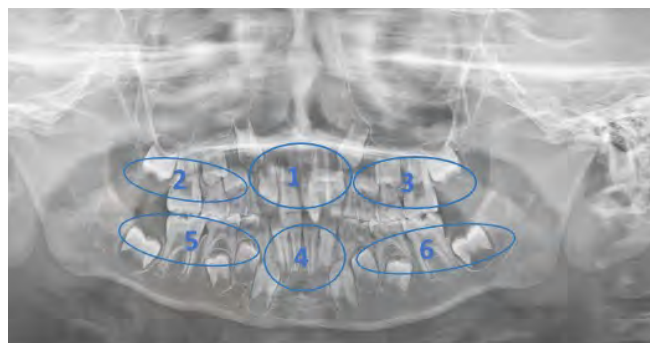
Identification of supernumerary teeth: 6 key locations. This panoramic radiograph shows the 6 locations used in this study to determine the location of supernumerary teeth.
